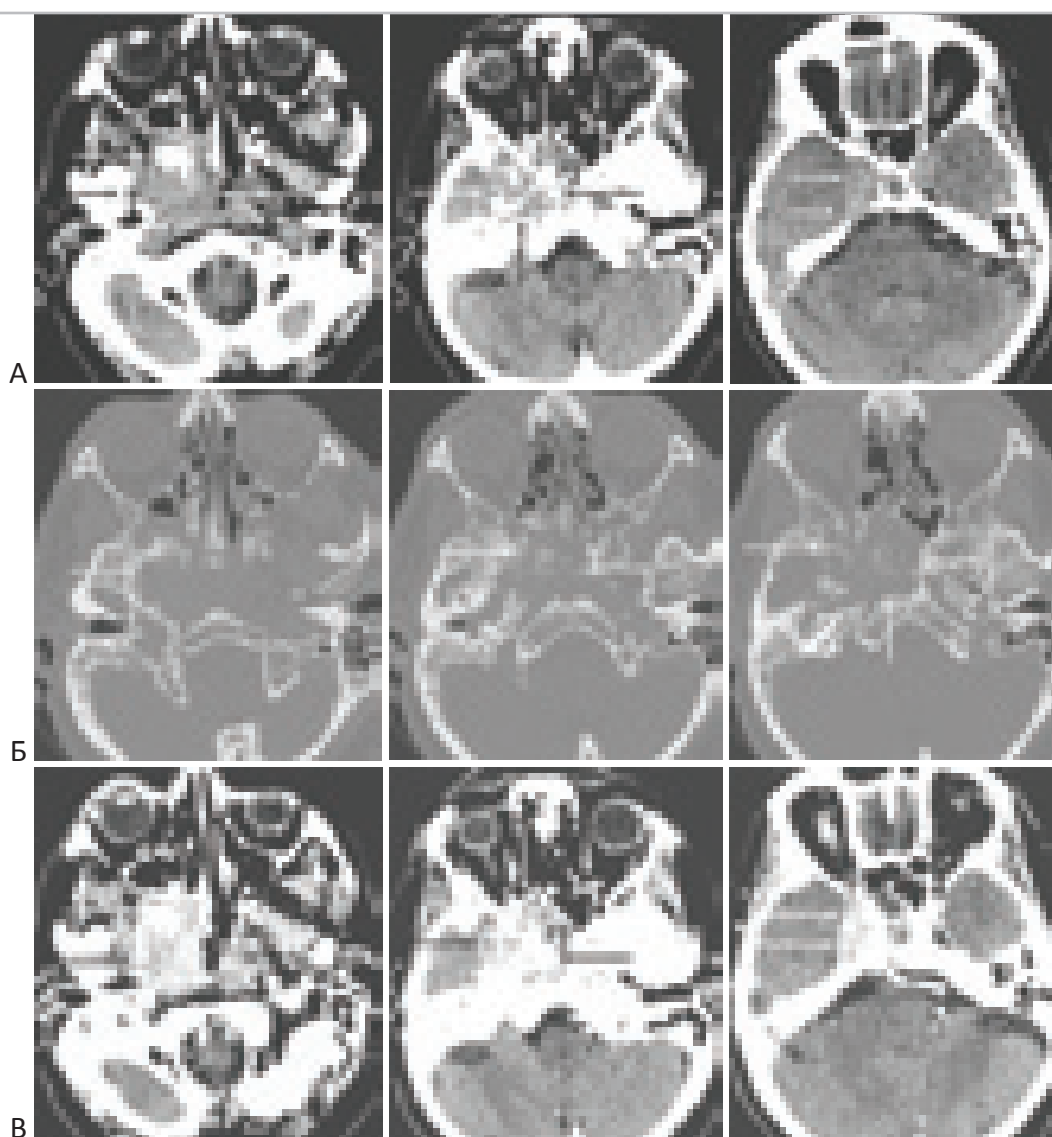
Низкодифференцированный рак основания черепа. СКТ больного 59 лет. “А” – СКТ-изображения без контраста. “Б” – СКТ-изображения в костном режиме. “В” – СКТ-изображения после введения контрастного вещества.
